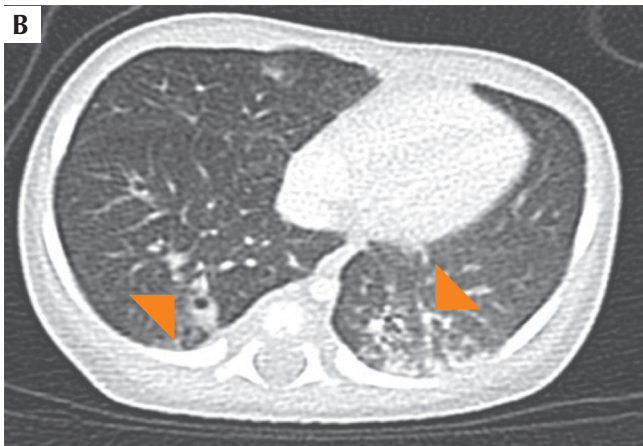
A. Tomografía computarizada coronal; se aprecia hiperdensidad derecha indicativa de hemorragia cortical o lesión neoplásica. B. Tomografía computarizada de tórax, corte axial: se observa nódulo basal posterior derecho con cavitación y consolidaciones basales posteriores izquierdas con cavitaciones. Fuente: Departamento de Radiología, Fundación Cardioinfantil-Instituto de Cardiología
